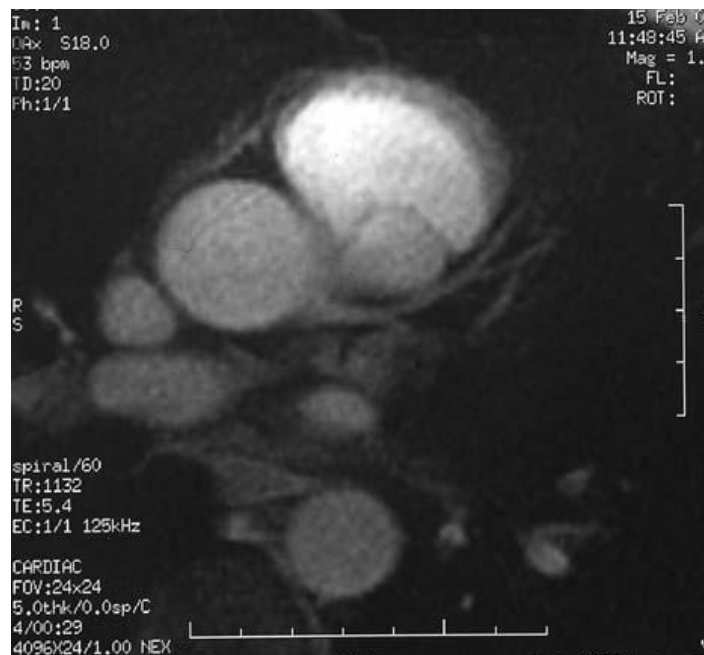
Resonancia Magnética Cardíaca, secuencia de gradiente 2D. Imagen normal de la arteria coronaria izquierda y descendente anterior. Fuente: ROS E, ET AL. Referencia 15
